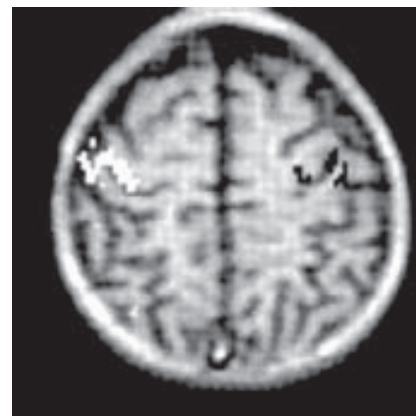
Área de la mano en la corteza motora demostrada en la imagen por resonancia magnética funcional (fMRI) en un niño de siete años de edad. Los cambios en la actividad relacionados con la compresión de una pelota de hule con la mano derecha se muestran en blanco y con la mano izquierda en negro. (Reproducida con autorización de Waxman SG: *Neuroanatomy with Clinical Correlations*, 25th ed. McGraw-Hill, 2003.)
